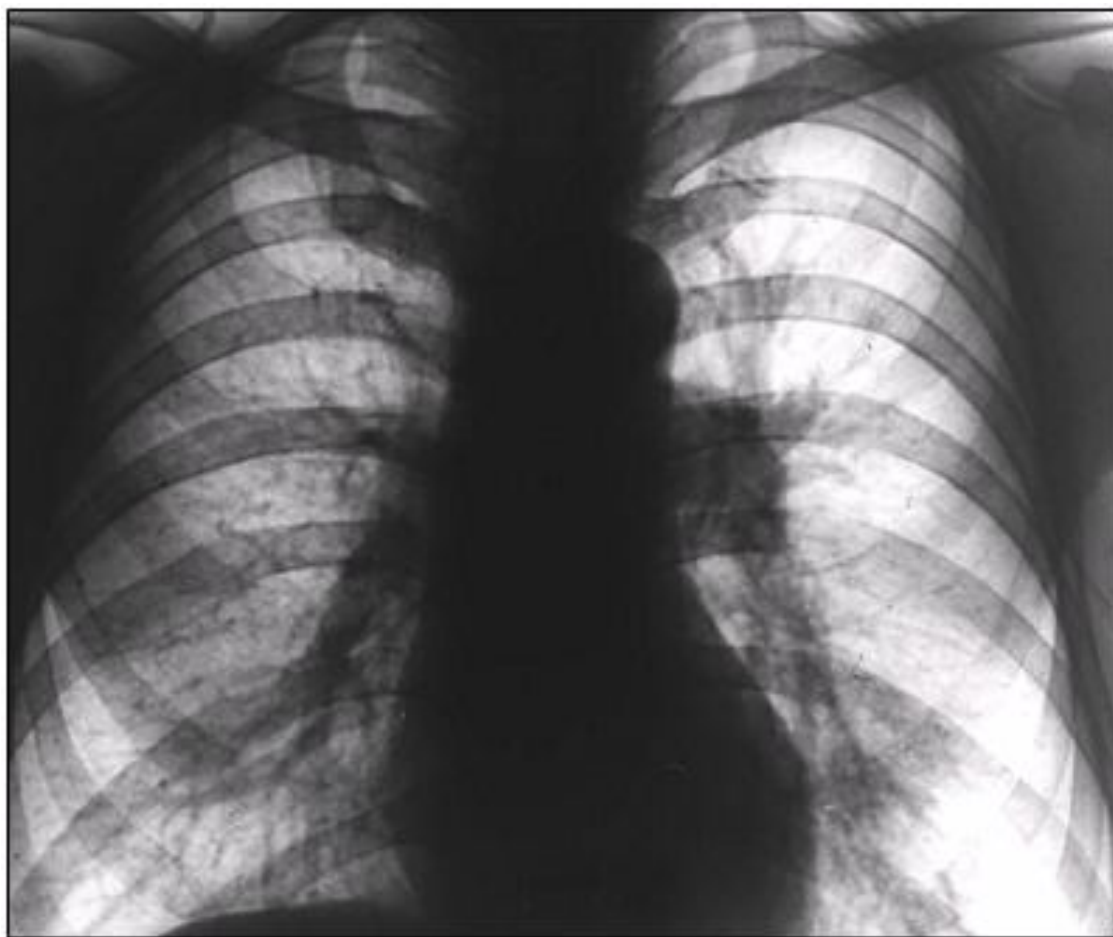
Рентгенограмма органной грудной клетки в прямой проекции. Односторонняя (левосторонняя) эмфизема. Полная редукция сосудов левого легкого.
